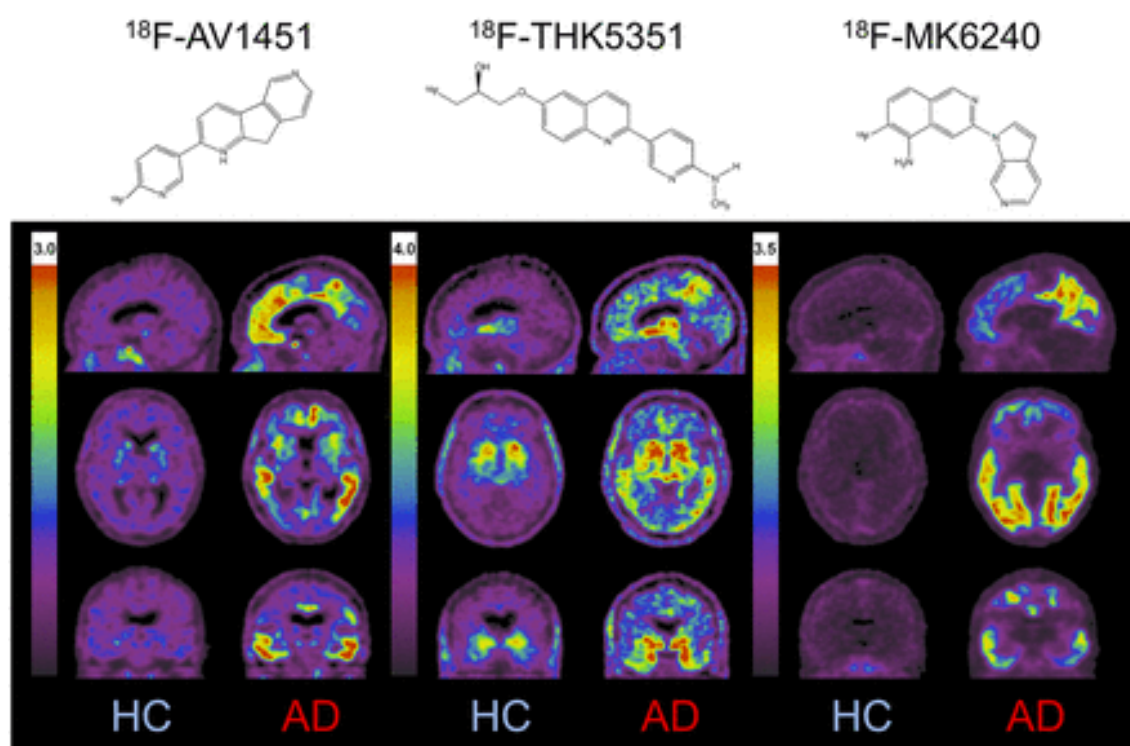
健常者(HC)およびアルツハイマー病(AD)患者における ^{18}F -AV1451、 ^{18}F -THK5351、 ^{18}F -MK6240 の PET 画像 (文献 *J. Nucl. Med.*, 59, 175-176 (2018) Fig. 1 より)
